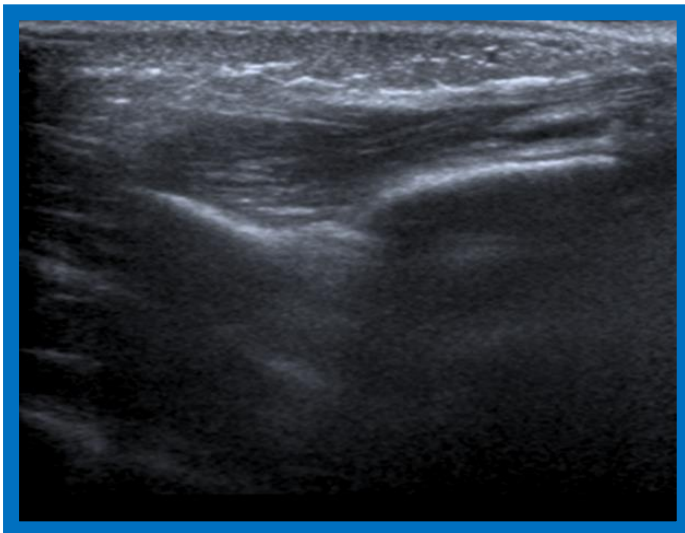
Ecografía de tobillo: aumento de partes blandas
